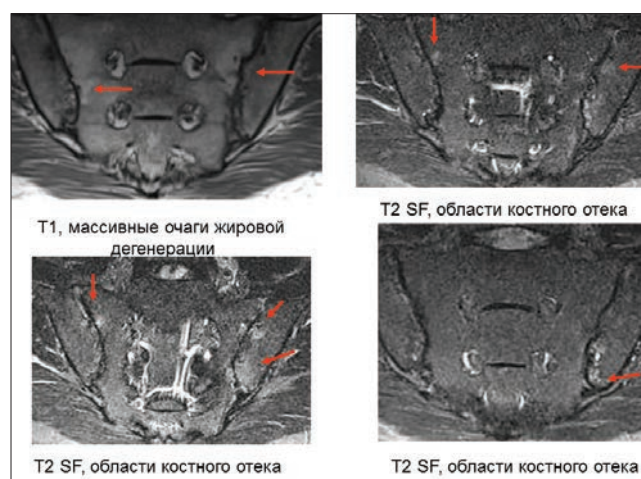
Признаки сакроилеита по данным МРТ
